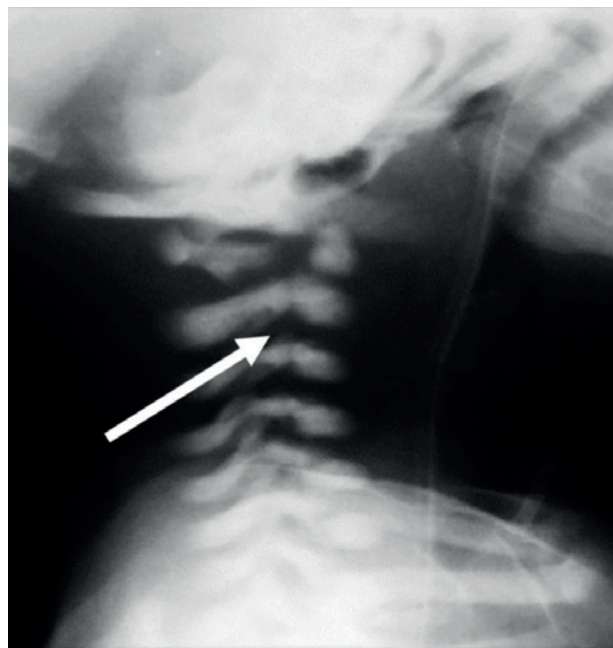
Ребенок С., 1 мес. Рентгенограмма ш.о.п. в боковой проекции. Дислокация C1-C2 кпереди.
